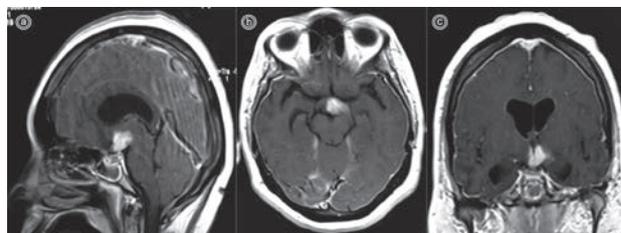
Resonancia magnética nuclear ponderada en T1 con contraste intravenoso en corte sagital (a), axial (b) y coronal (c), en donde se observa aumento de espesor del infundíbulo hipofisario y captación al paso de medio de contraste.
